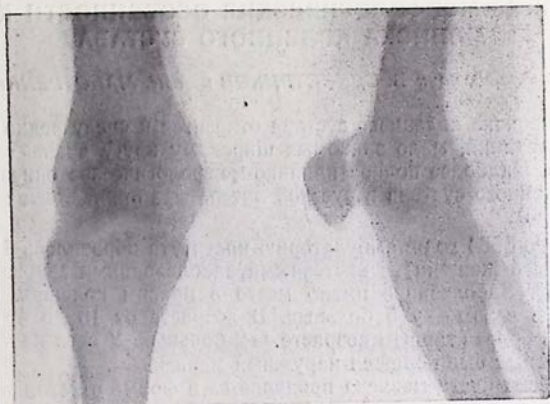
Томограмма коленного сустава, на которой определяется вдавление в большеберцовой кости; этот дефект большеберцовой кости соответствует месту расположения кисты наружного мениска.
